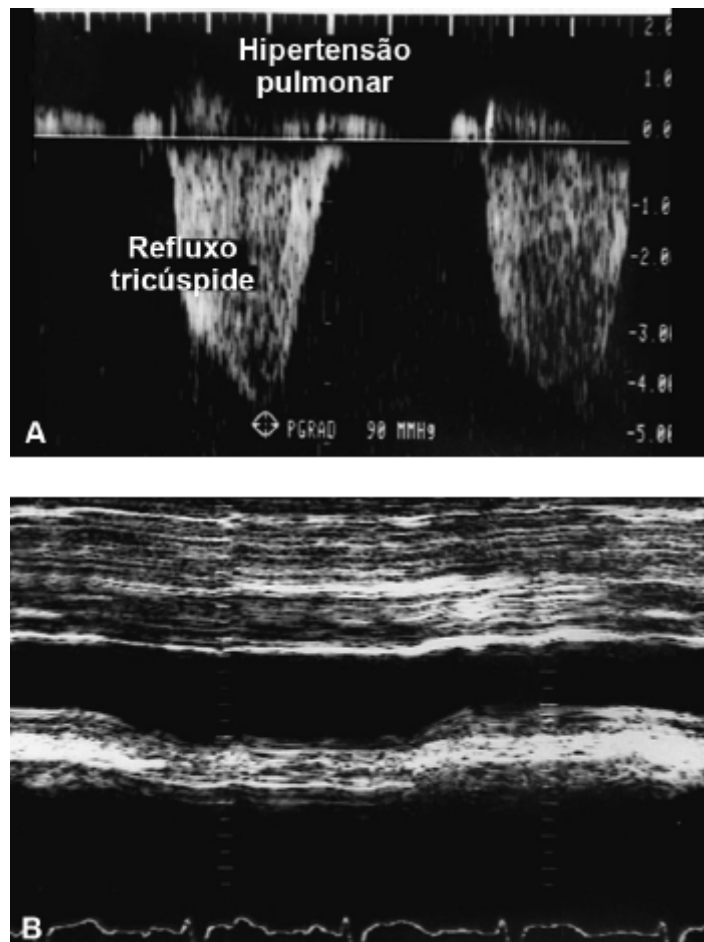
A. Curva de refluxo tricúspide obtida com Doppler contínuo em paciente com hipertensão pulmonar crônica grave, com exibição de gradiente sistólico de 90 mmHg (VRT máxima: 4,75 m/s). B. Imagem unidimensional (modo-M) da veia cava inferior do mesmo paciente, que se apresenta dilatada (30 mm), com mínima variação respiratória de seu calibre (< 50%), o que indica hipertensão atrial direita (pletora da veia cava inferior). Nessas condições, é possível acrescentar 15 mmHg (pressão presumida do átrio direito) ao gradiente obtido anteriormente, o que resulta na pressão sistólica da artéria pulmonar (PSAP) de 105 mmHg.
